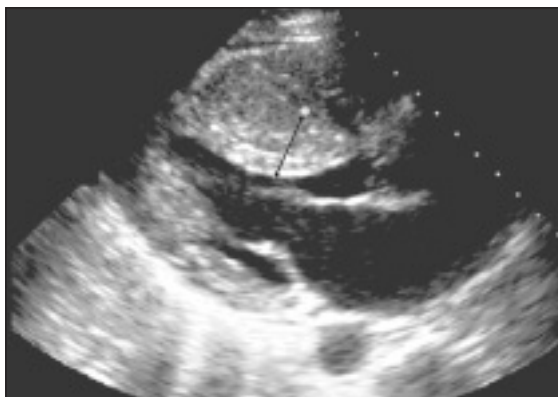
Diagnosi ecocardiografia di CMI: ispessimento asimmetrico del setto (N Engl J Med, 353: 824-832, 2005).
